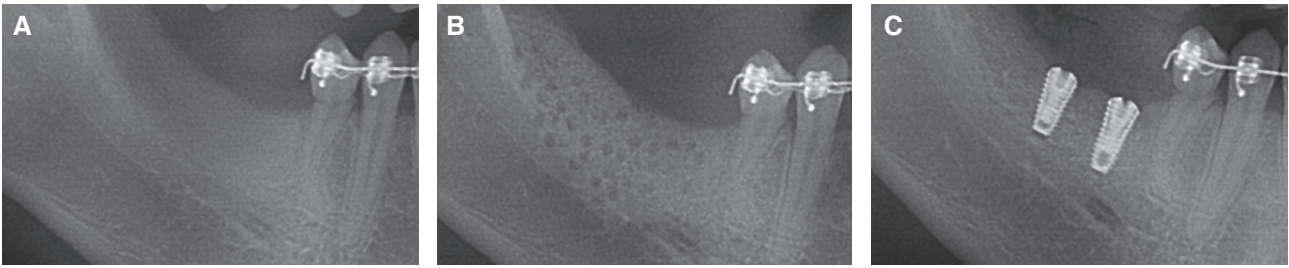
Radiograph on #45, 46. (A) Before treatment, (B) Bone graft with resorbable collagen membrane, (C) After first implant surgery.
